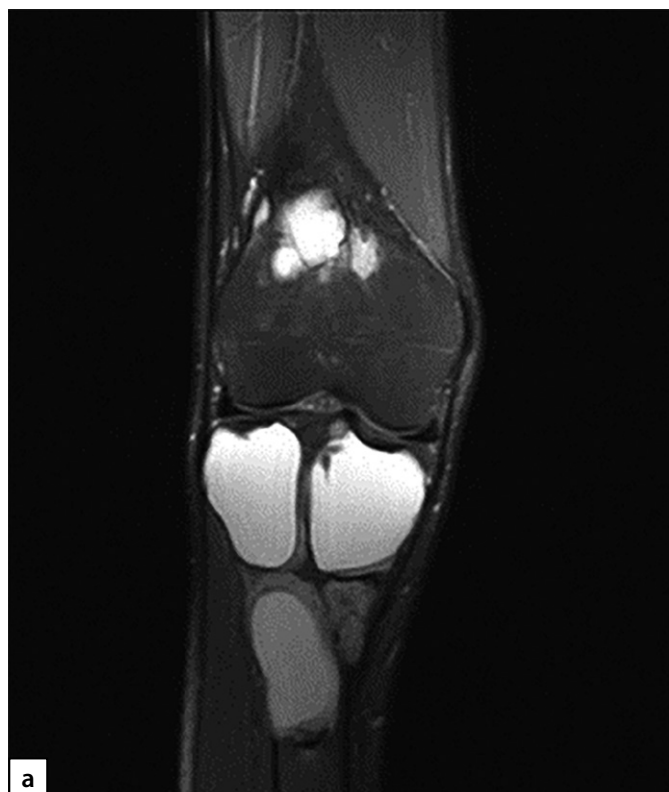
Магнитно-резонансная томография правого коленного сустава в режиме T2, 2020 г. (в коронарной (а) и сагиттальной проекциях (б)): МР-картина множественных костных кист в бедренной и большеберцовой костях. Отмечается истончение кортикального слоя кости, местами вздутие.
